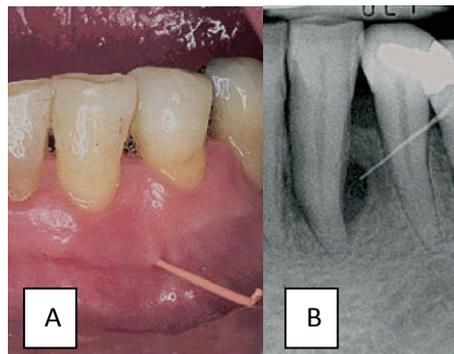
A) Introduction d'un cône de gutta percha dans l'ostium fistulaire B) Aspect radiographique qui objective le trajet et l'origine de l'infection, dans ce cas clinique, il s'agit d'un abcès parodontal avec une image radioclaire typique sur la face latérale [44].
